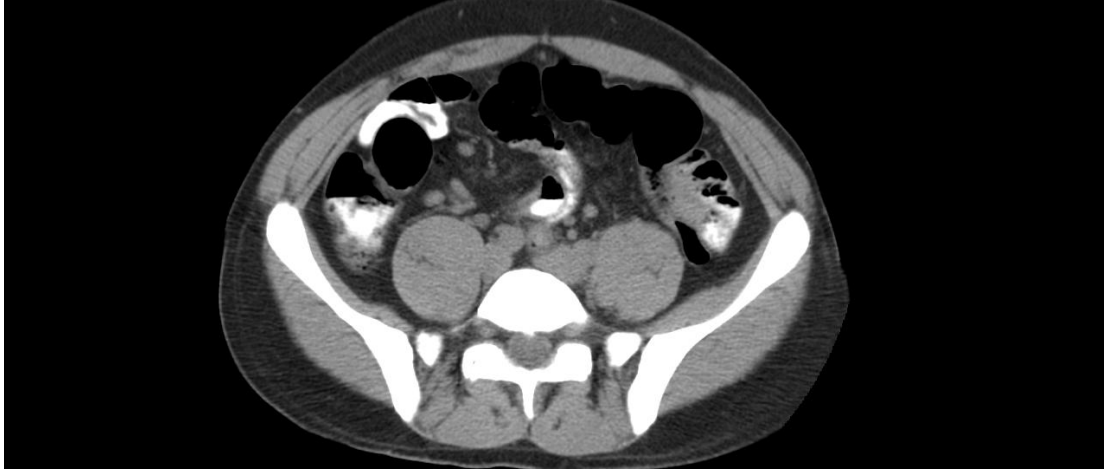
a [Olgu 4]: Akut sağ alt kadranda ağrısı ile başvuran 31 yaşındaki erkek hastaya yapılan BT incelemede, prekontrast serilerde; terminal ileumda yaklaşık 7-8 mm' ye ulaşan simetrik duvar kalınlaşması, lüminal daralma ve komşu mezenter yağ doku düzlemlerinde inflamatuvar dansite artışı görülmektedir.
